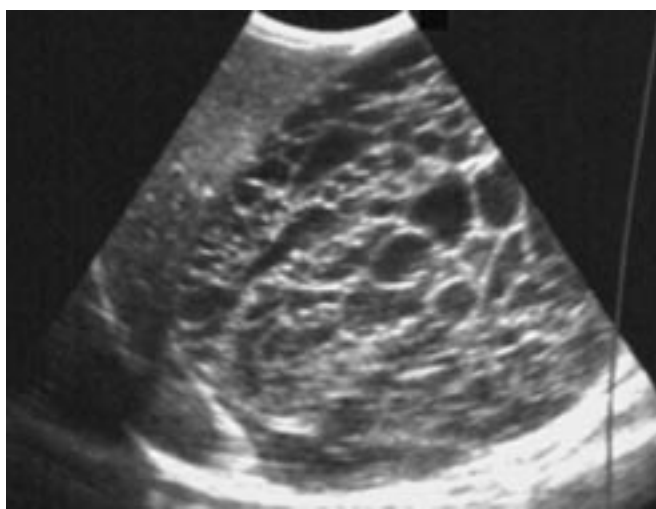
Néphroblastome kystique partiellement différencié. Échographie. Coupe sagittale.
